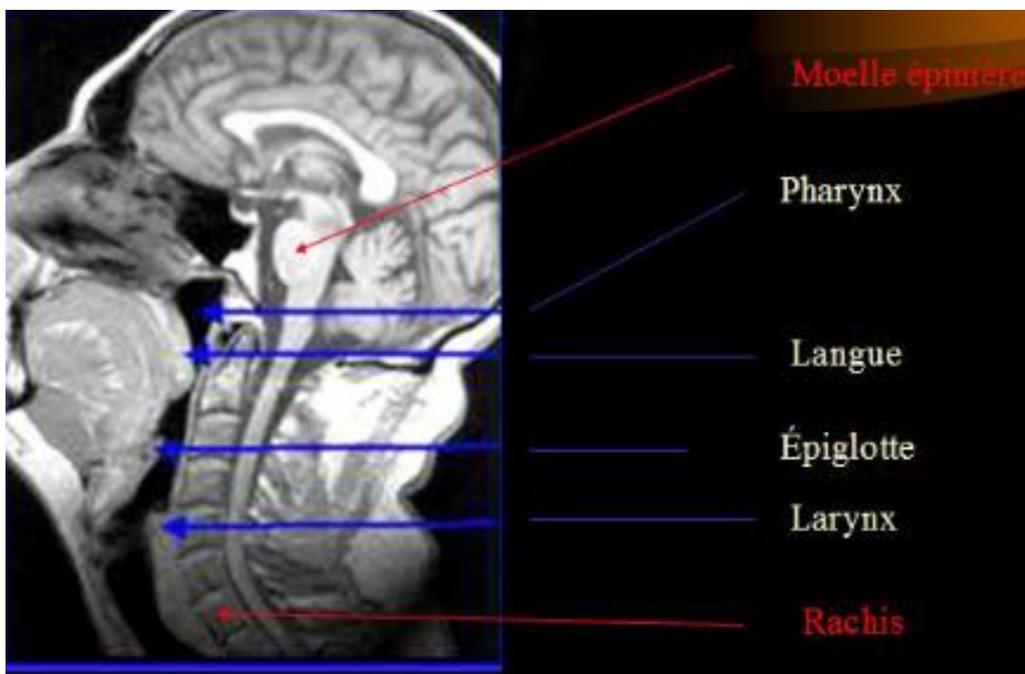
FIGURE 3_: image radiologique (IRM) montrant la langue qui ferme le pharynx en fin de déglutition [8]
